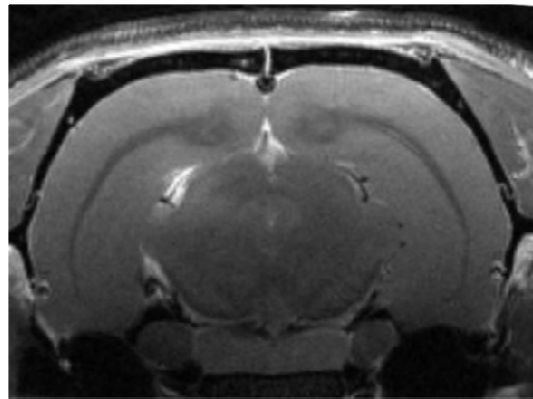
IRM in vivo de la lésion par irradiation synchrotron. La séquence TurboRARE (séquence pondérée T_1) est utilisée pré et post-injection de Gd-DOTA. La lésion est localisée avec un rehaussement du signal, contraste positif après injection de l'AC.
